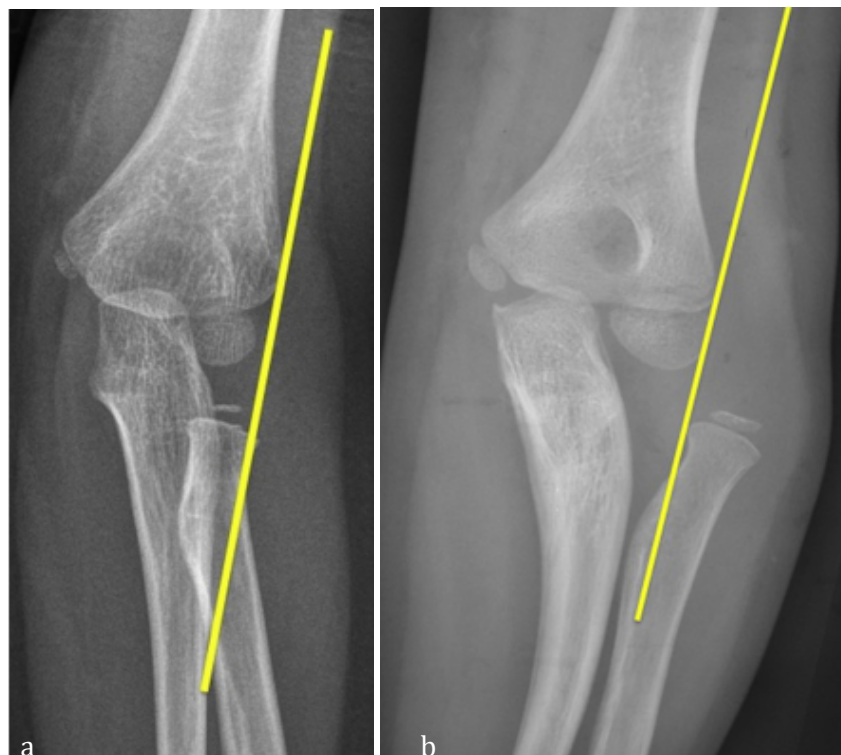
radiographies antéropostérieures du coude chez l'enfant montrant la LHL.
